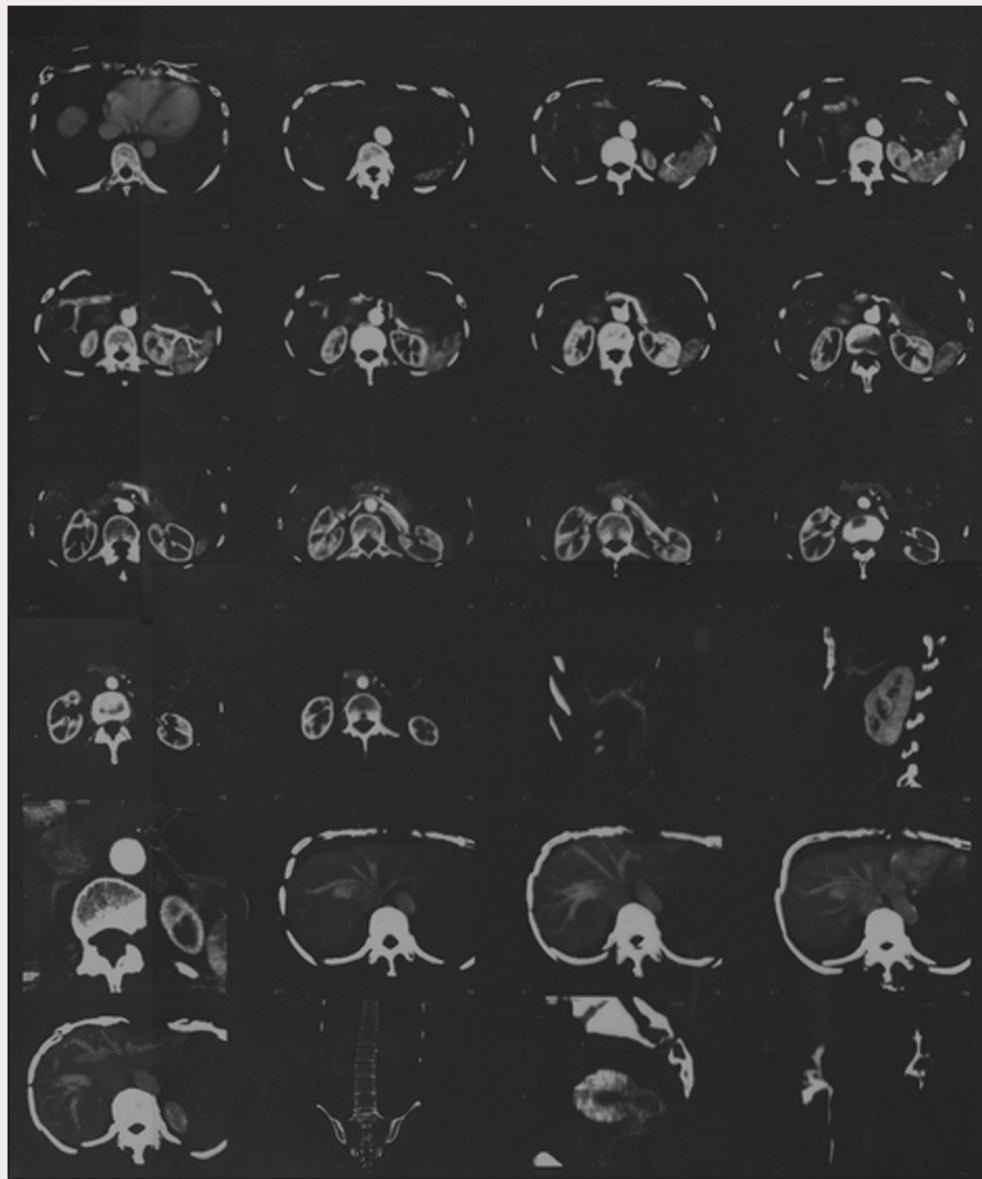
КТ органів черевної порожнини (розширення нижньої порожнистої вени, птоз нирок, викривлення хребта)
